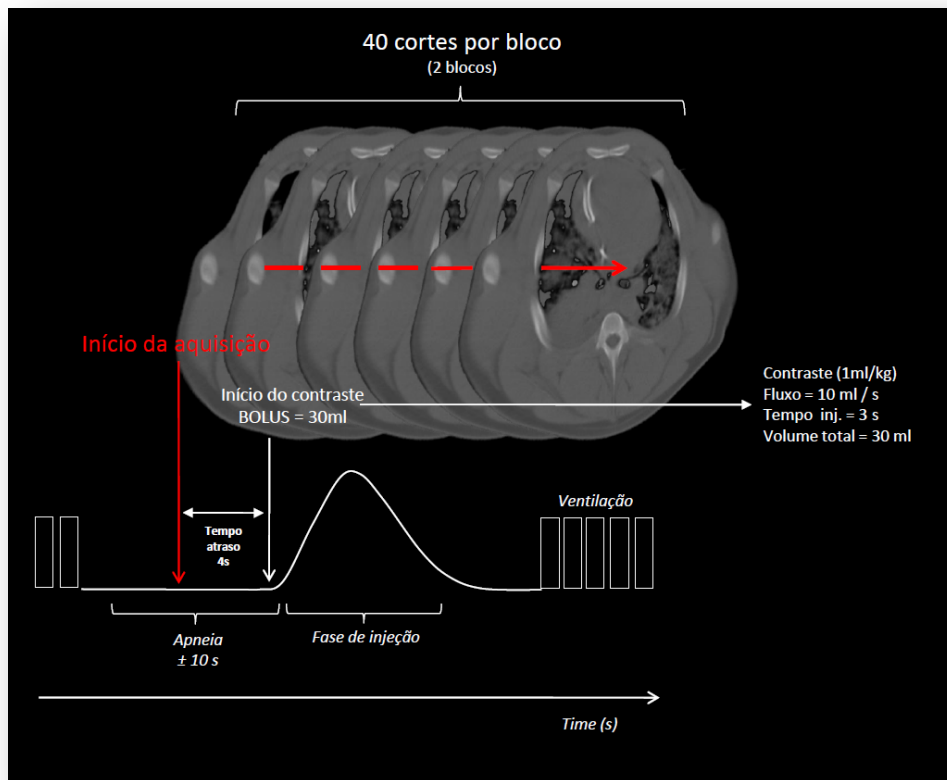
Protocolo de estudo da perfusão pulmonar na TC utilizando a injeção de contraste iodado não iônico.
